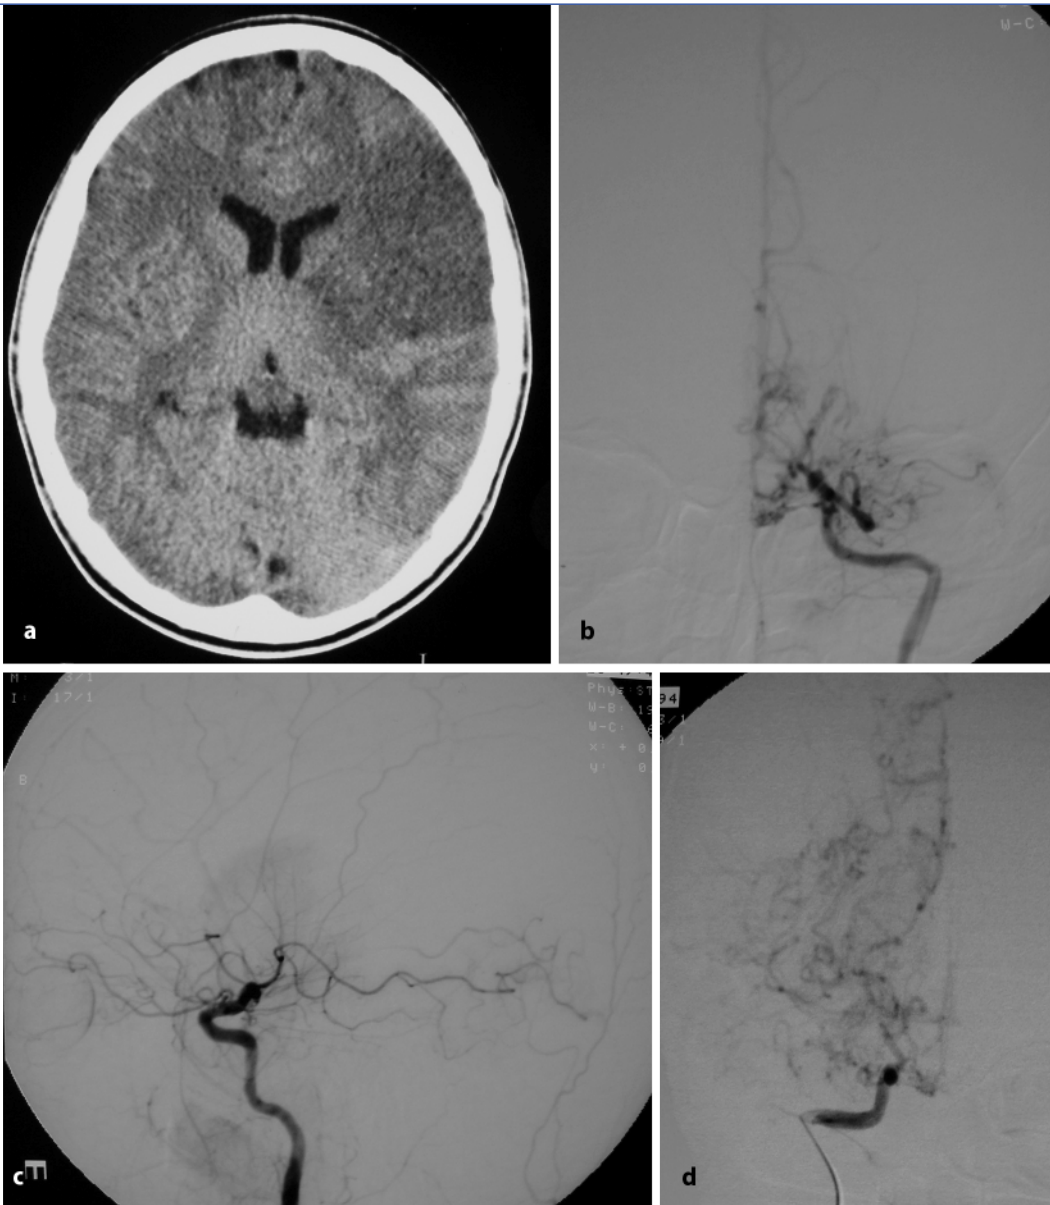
◀ a Hier handelt es sich um eine 42-jährige Patientin mit plötzlich aufgetretenen aphasischen Störungen und Halbseitenlähmung rechts. In der sofort durchgeführten CT-Untersuchung zeigte sich eine Infarktdemarkation im vorderen Drittel des Medialstromgebiets links. Eine anschließend durchgeführte digitale Subtraktionsangiographie (b) zeigt bei Injektion in die A. carotis interna links eine hochgradige Einengung des Mediahauptstamms sowie einen nur noch rudimentär abgrenzbaren A1- und A2-Abschnitt der A. cerebri anterior. An der Schädelbasis deutliche ausgeprägte Kollateralgefäße. In der Seitprojektion (c) sind der normal ausgeprägte Karotisendabschnitt und die fehlenden Aa. cerebri anterior und cerebri media sowie die sich ausbildenden Kollateralgefäße zu erkennen. Die Injektion in die A. carotis interna rechts (d) zeigt ebenfalls einen fast normalkalibrigen Karotisendabschnitt bei fehlenden Aa. cerebri media und anterior. Auch hier deutliche Kollateralgefäße, typisch für eine Moyamoya-Erkrankung
